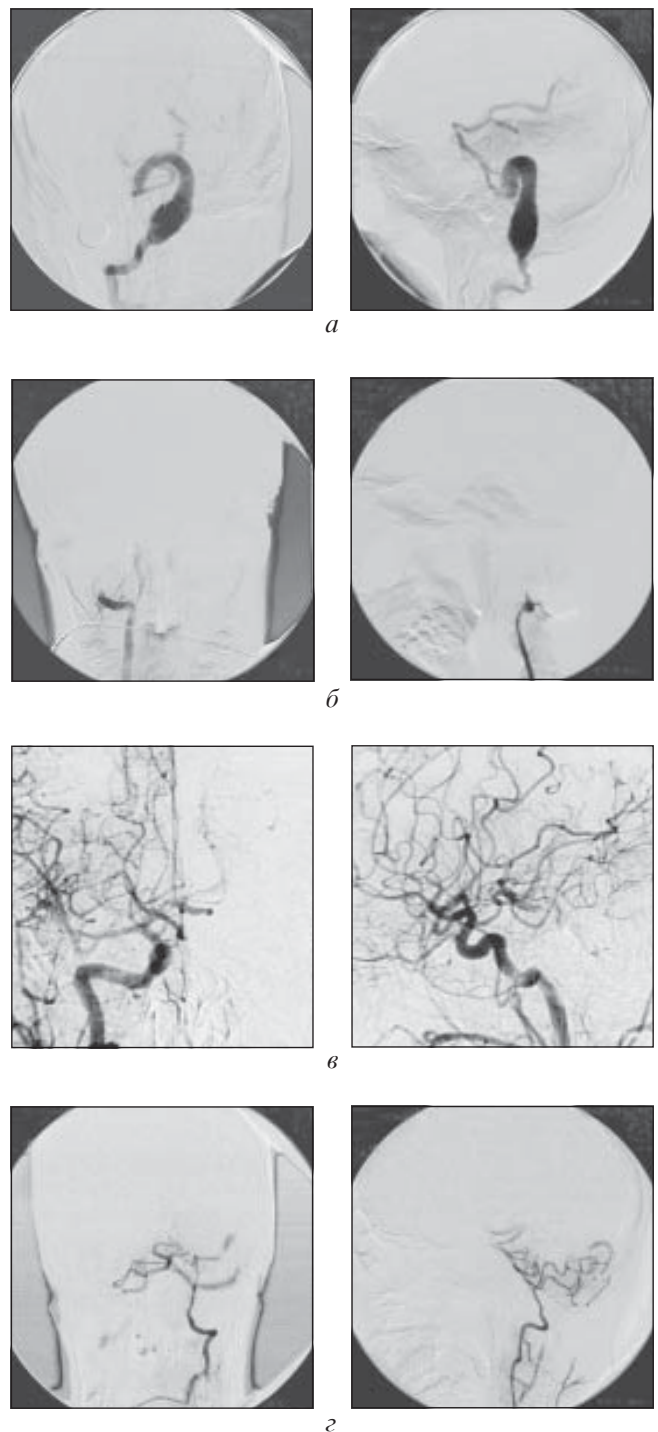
Фузиформна артеріальна аневризма правої хребтової артерії: а — доопераційні ангиограми; б — деконструктивне виключення за допомогою балона-катетера; в — ретроградне кровопостачання ВББ з басейну правої внутрішньої сонної артерії; з — ретроградне кровопостачання басейну правої ХА через ліву ХА
